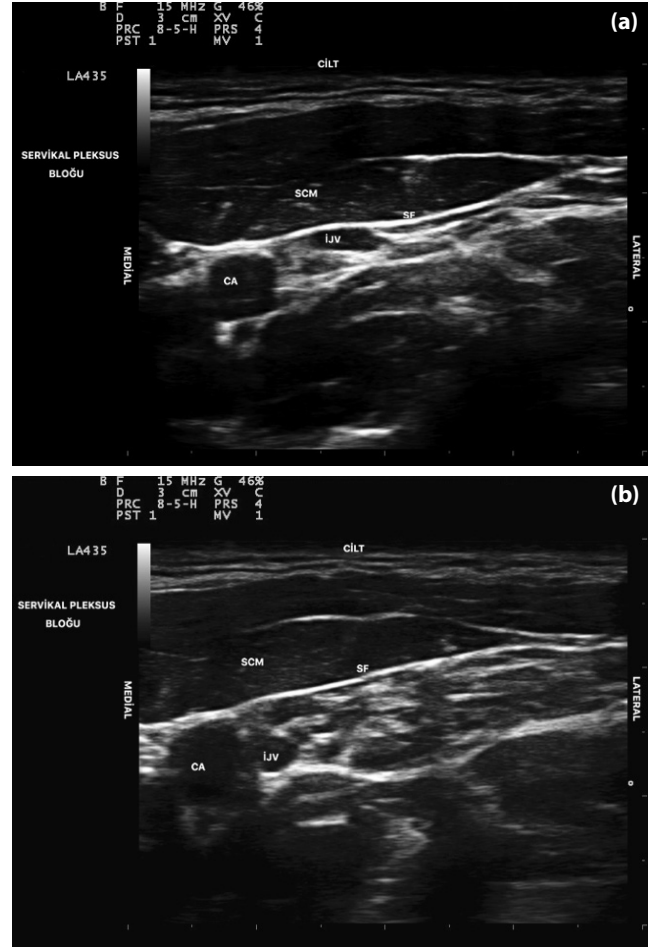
Yüzeysel servikal Bloğun ultrason eşliğinde uygulanışı.
